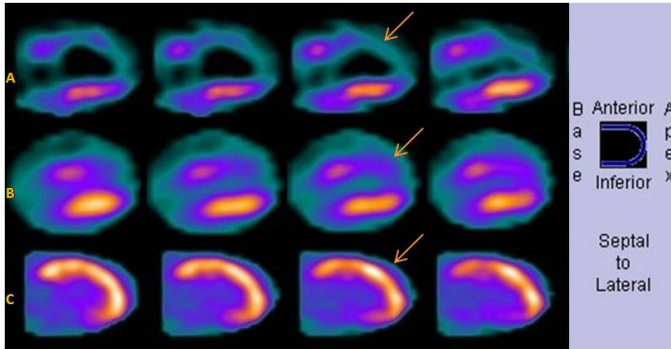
A- Cintilografia com sestamibi-^{99m}Tc, B- Cintilografia com ²⁰¹Tl e C- PET/CT com FDG-¹⁸F. A seta indica a parede anterior do ventrículo esquerdo.
